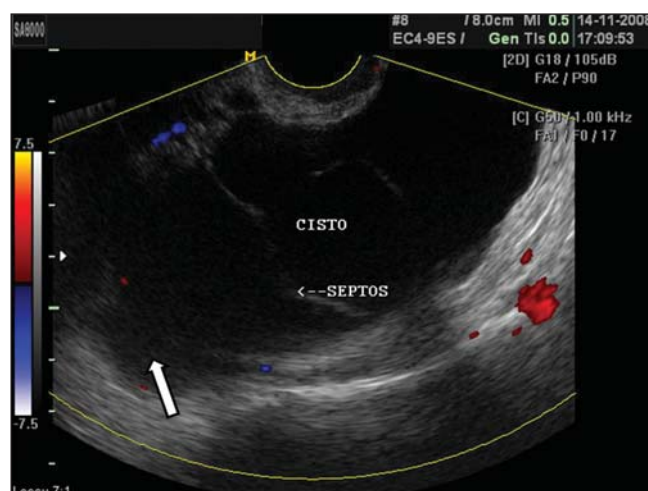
Cisto de Inclusão peritoneal. USTV mostrando grande formação de aspecto cístico, com septos e conteúdo ecogênico irregular (seta), separada do ovário, e sem vascularização evidenciada ao Doppler colorido. Podem aparecer no centro da pelve em pacientes submetidas a cirurgias pélvicas prévias.
